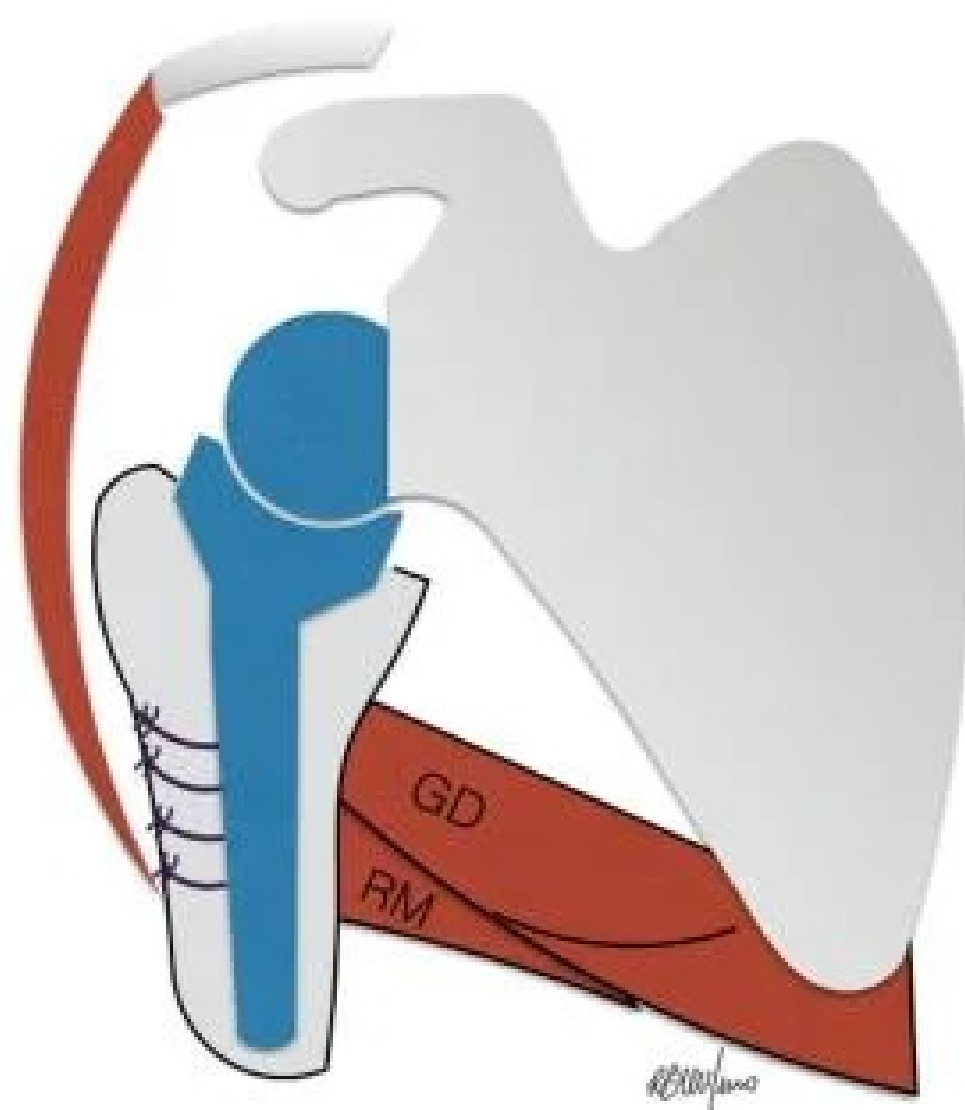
Imagem do ombro após a transferência dos tendões do grande dorsal (GD) e redondo maior (RM). No detalhe observamos que eles estão amarrados ao mesmo nível na superfície posterolateral do úmero e atuam como rotadores laterais.
